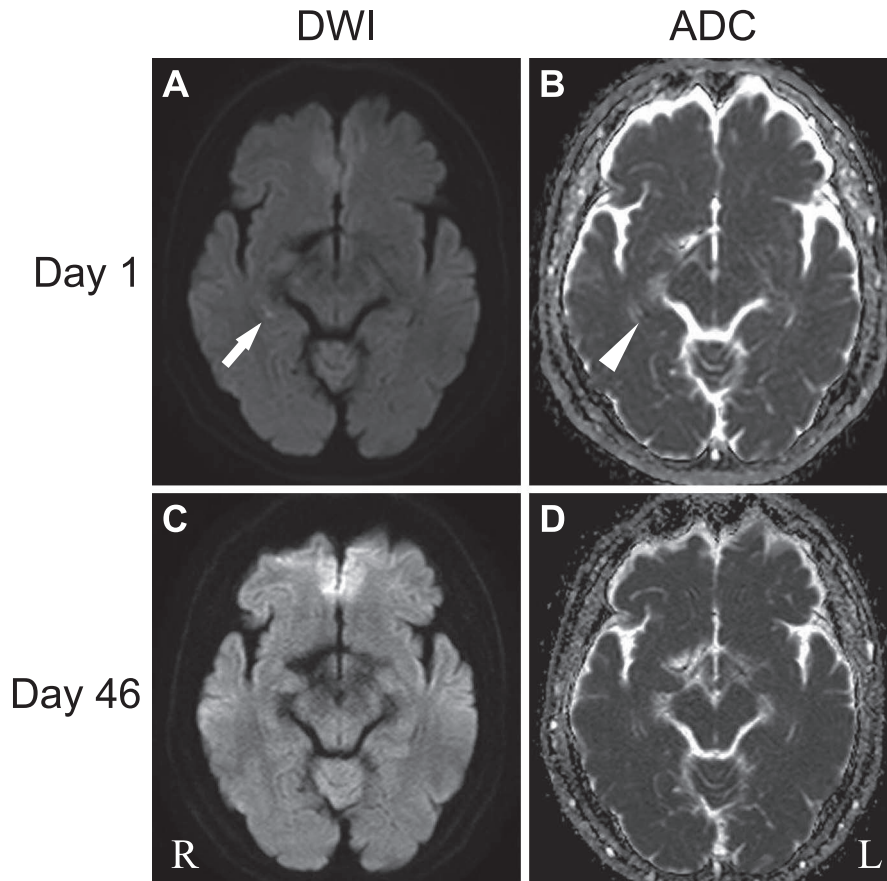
Brain MRI at recurrence.
